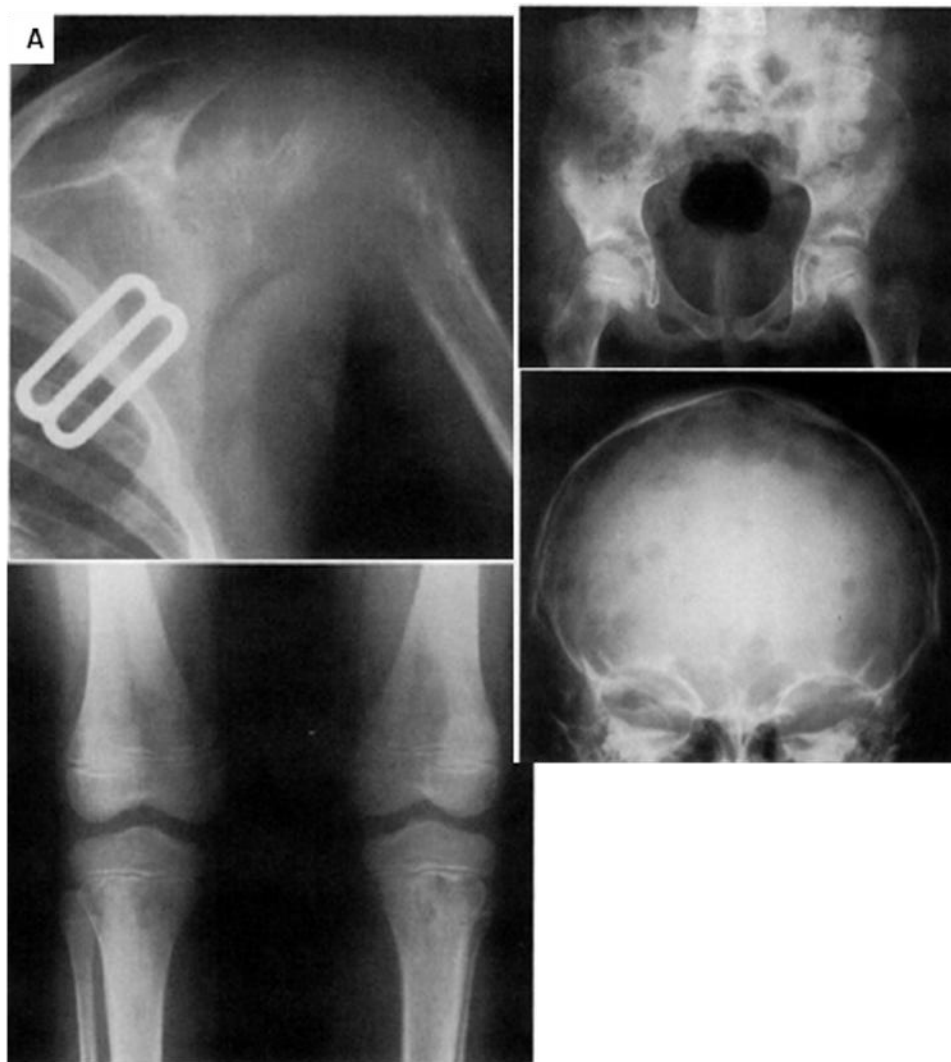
60. A. Radiografías de paciente pediátrico con leucemia linfoblástica aguda, hay lesiones líticas del humero proximal con aspecto permeativo, ambos fémures distales y tibiales proximales. Cráneo y pelvis con lesiones radiolúcidas.
